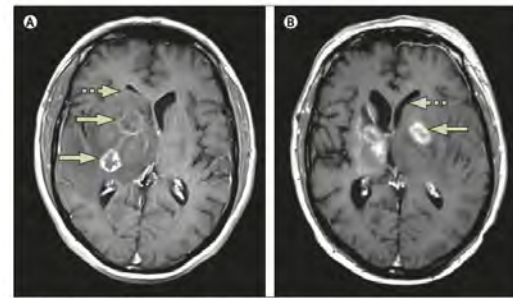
Post-contrast T1-weighted MRI images at presentation (A) and at 2 weeks (B)
